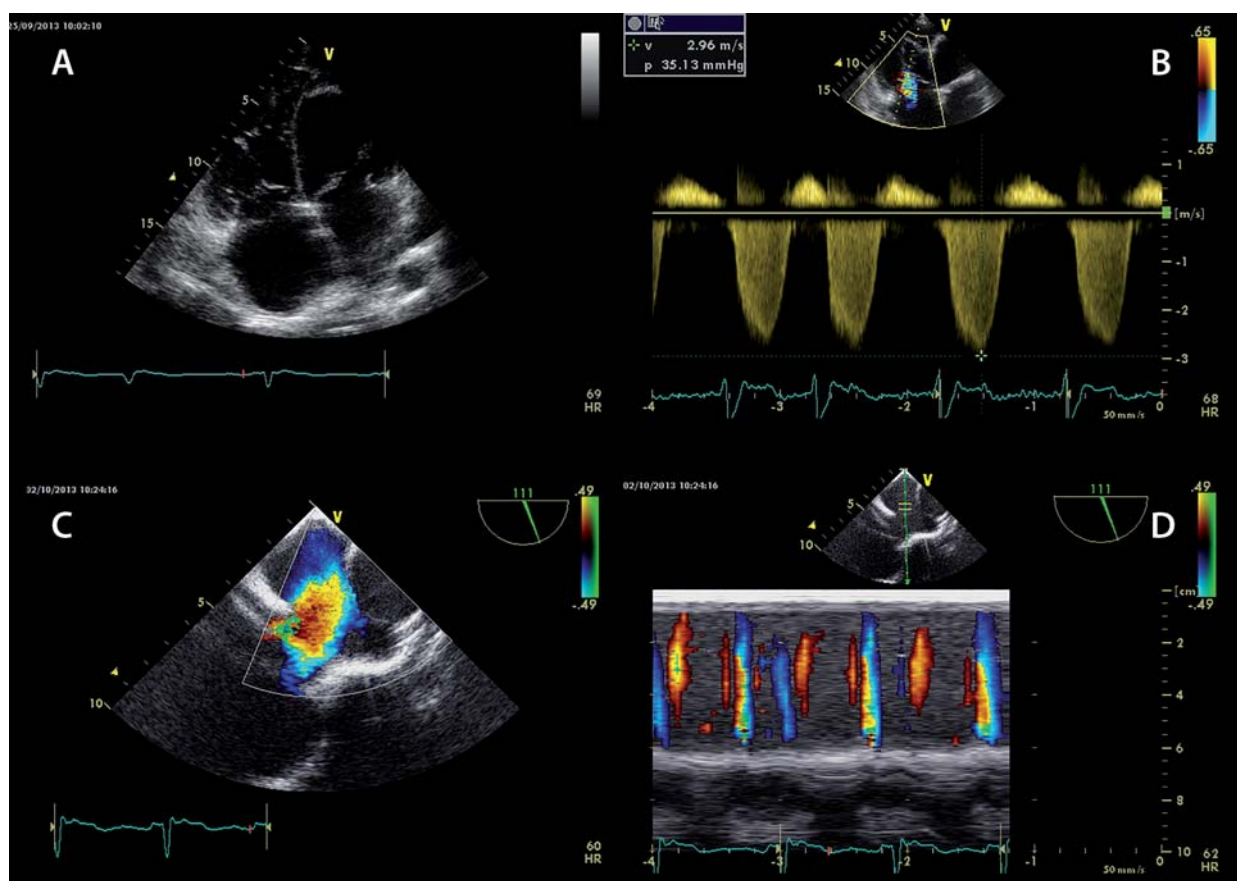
Ecocardiograma Doppler color transtorácico: A. Imagen de vista apical de cuatro cámaras evidenciando la dilatación de las cuatro cavidades cardíacas. B. En la misma vista, gradiente de presión entre el ventrículo derecho y la aurícula derecha de 35 mmHg. Ecocardiograma transesofágico: C. Solución de continuidad en septum interauricular de tipo seno venoso con flujo Doppler color predominante de derecha a izquierda. D. Modo M color en el que se visualiza flujo predominante de derecha a izquierda.
